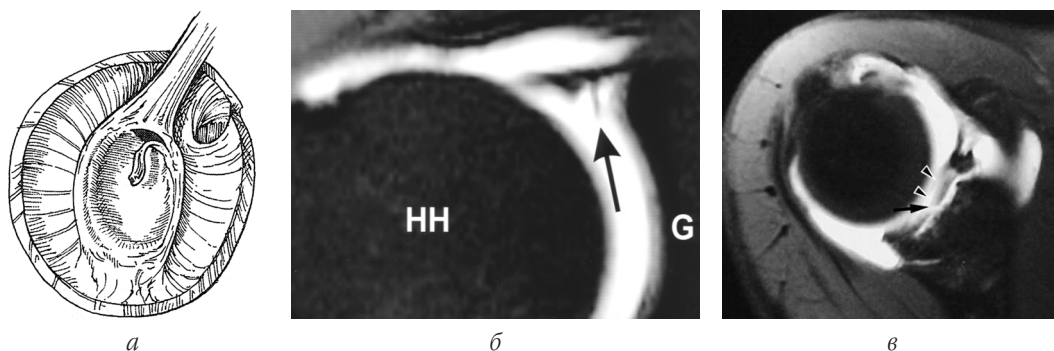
SLAP-пошкодження, *тип VI*: *а* — сагітальний вигляд; *б* — МРТ, корональна проекція; *в* — МРТ, аксіальна проекція (стрілками вказано маленький фрагмент ВЧ СГ (*б*), пошкодження ВЧ СГ лопатки (*в*))
